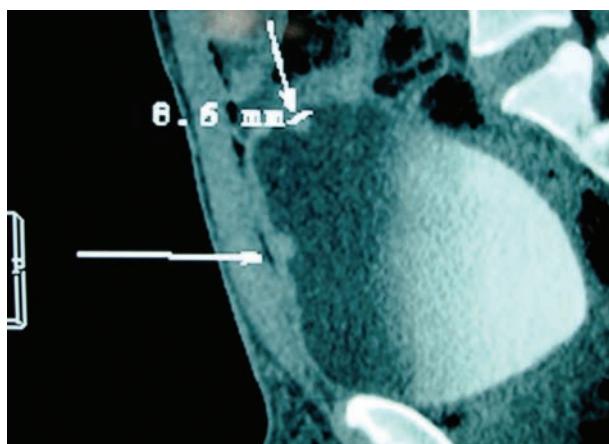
En el estudio de URO-TAC, a nivel vesical, las flechas señalan dos pequeñas tumoraciones; la de la cúpula vesical mide aproximadamente 8.6 mm.
